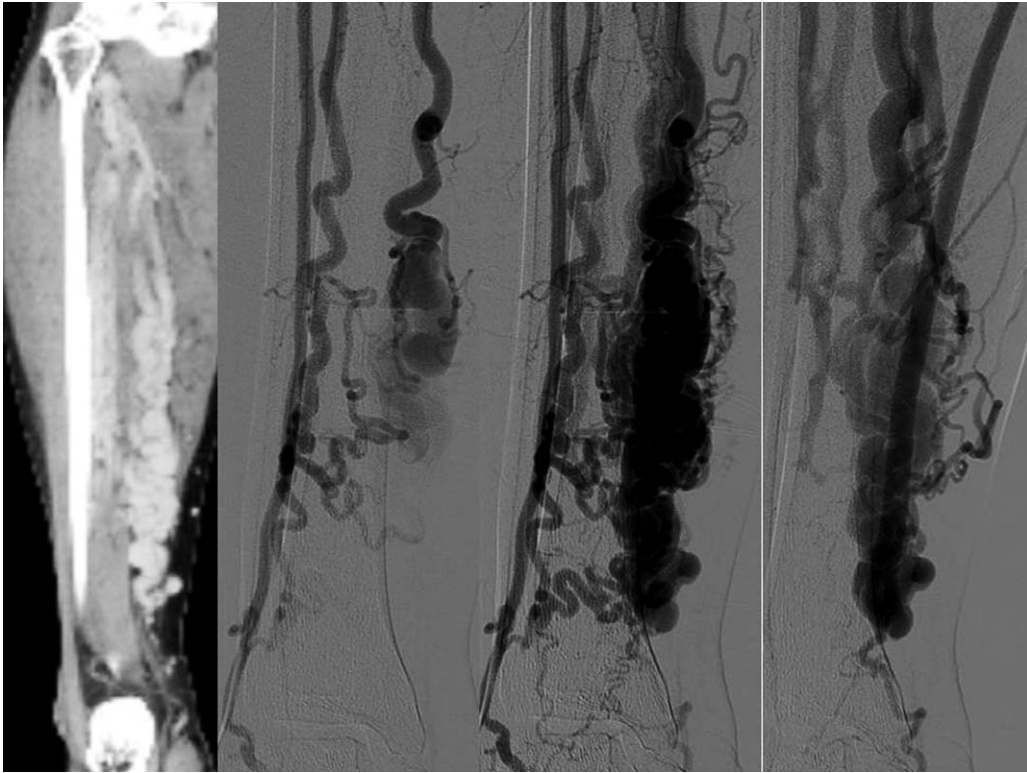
The initial CT venography and conventional angiography images. Conventional angiography image is located as time sequence from left to right.
